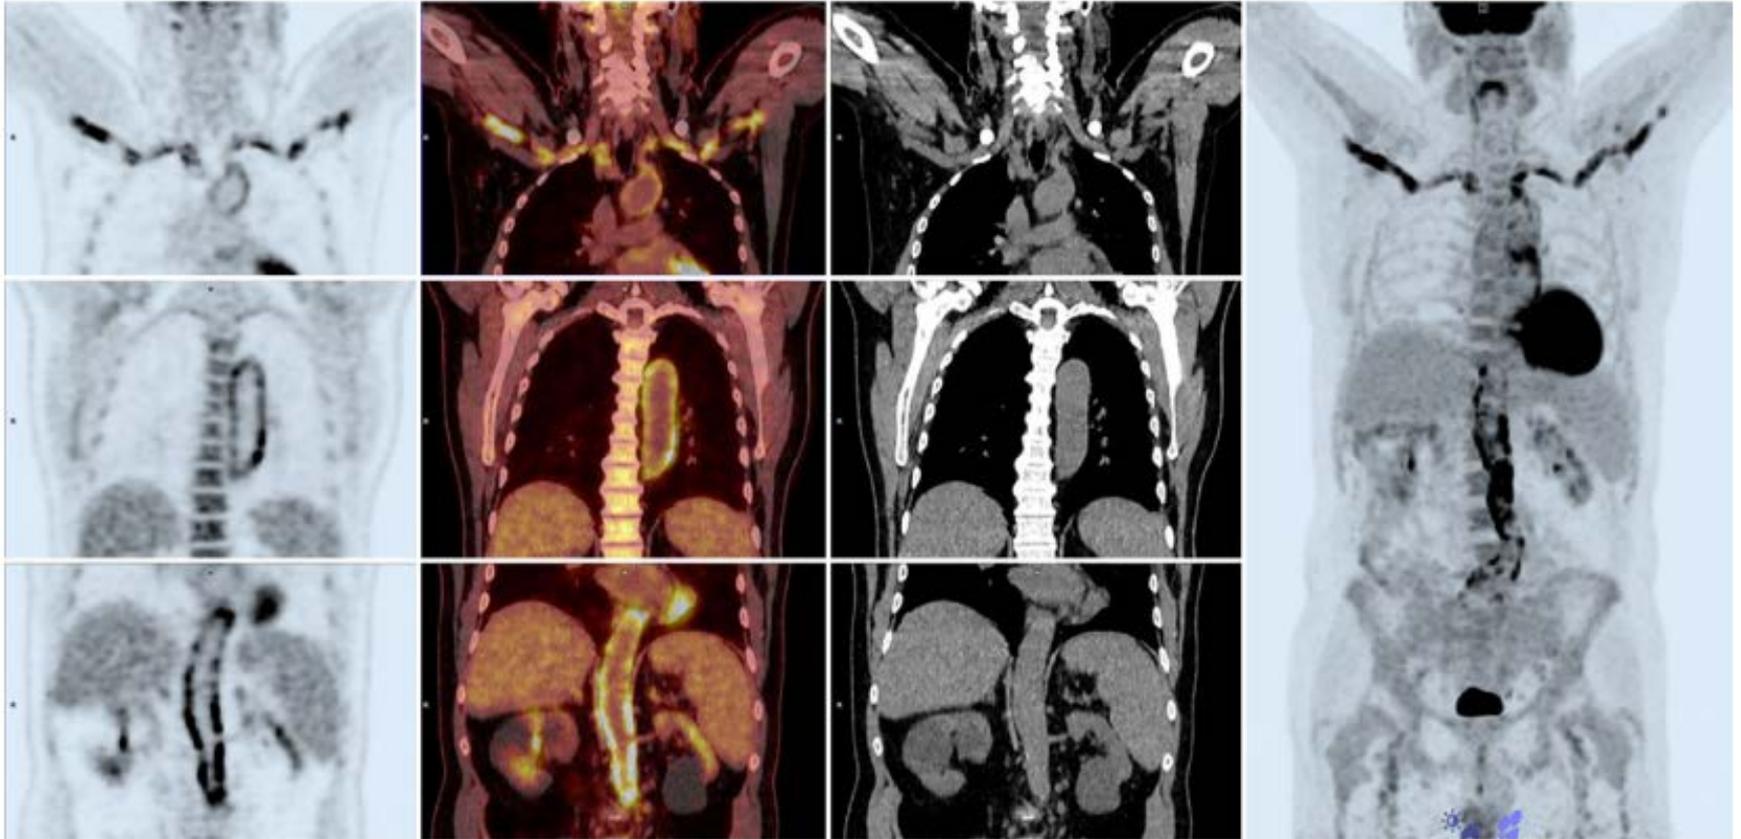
▲ 68-jähriger Patient mit progredientem Laktatdehydrogenase (LDH)-Anstieg. Frage nach Lymphom oder Entzündung. Langstreckig intensiv akzentuierte entzündliche Fluordesoxyglukose (FDG)-Anreicherung der Aa. subclaviae, insgesamt langstreckig mit fokaler Akzentuierung von Aorta thoracalis et abdominalis sowie gering/punktuell der Aa. femorales. (Mit freundl. Genehmigung von PDB. Klaeser, Klinik für Nuklearmedizin, Inselspital)
